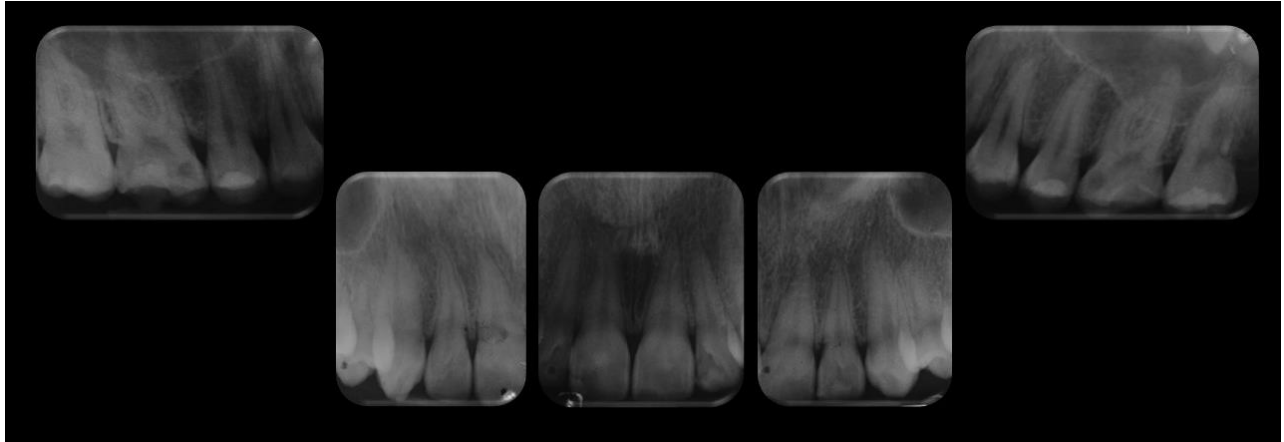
Radiografías periapicales de dientes superiores. Fuente directa.
